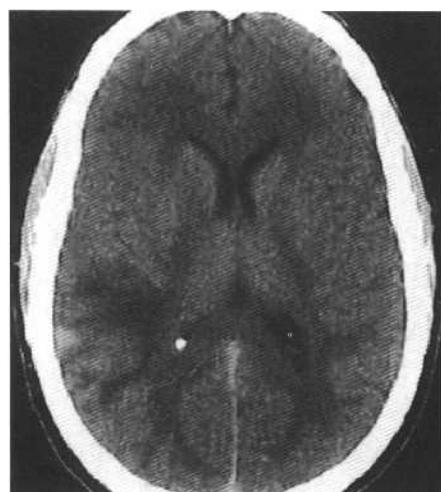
隐性头外伤。A:男, 29岁, 意识模糊,嗜睡。CT扫描示右颞白质模糊低密度改变, 并可疑内板下小高密度灶。B:轴位FLAIR MRI显示皮质与皮质下白质局灶性积血伴血管性水肿。C:矢状T1加权像证实颞叶限局性出血性挫伤。随后病人提供病史表明在一次酒吧的争吵中被踢中头部。此例说明头外伤亚急性期, 出血密度降低后CT表现是如何的不确定。此时MRI有助于诊断。
